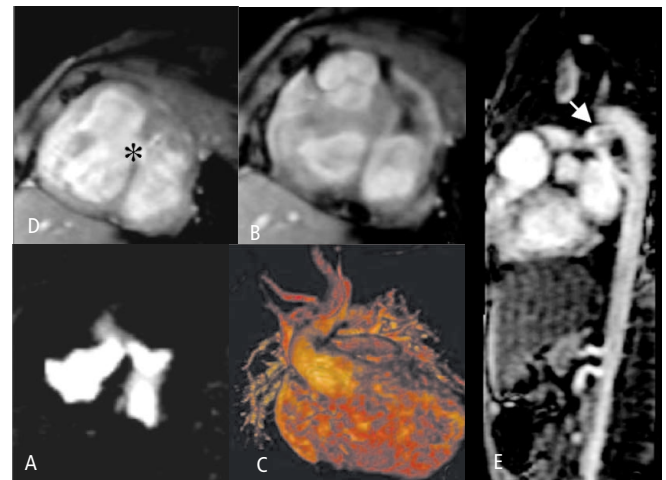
Empleo de secuencia cine – GRE (A) en plano oblicuo en un paciente con coartación aórtica postductal severa (paciente 8) que presenta efecto de “jet” sistólico (flecha). Las imágenes de angiorresonancia demuestran con detalle el sitio de la coartación y el patrón de circulación colateral.
